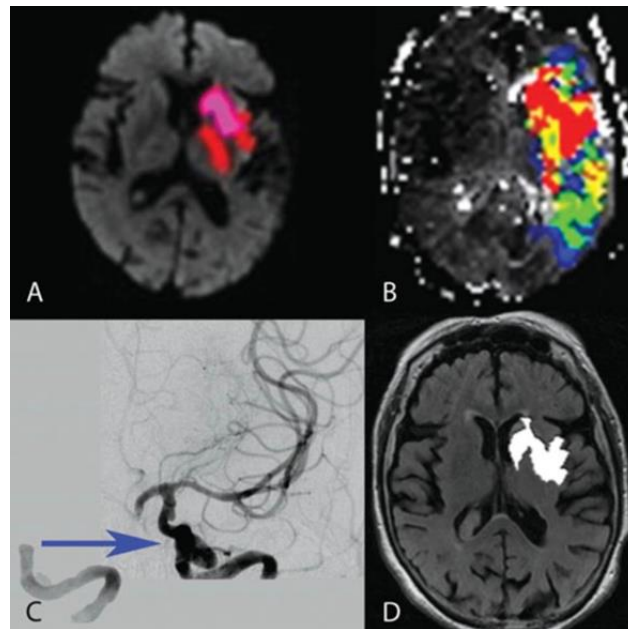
Imagen de resonancia magnética. Adaptada de referencia 6
